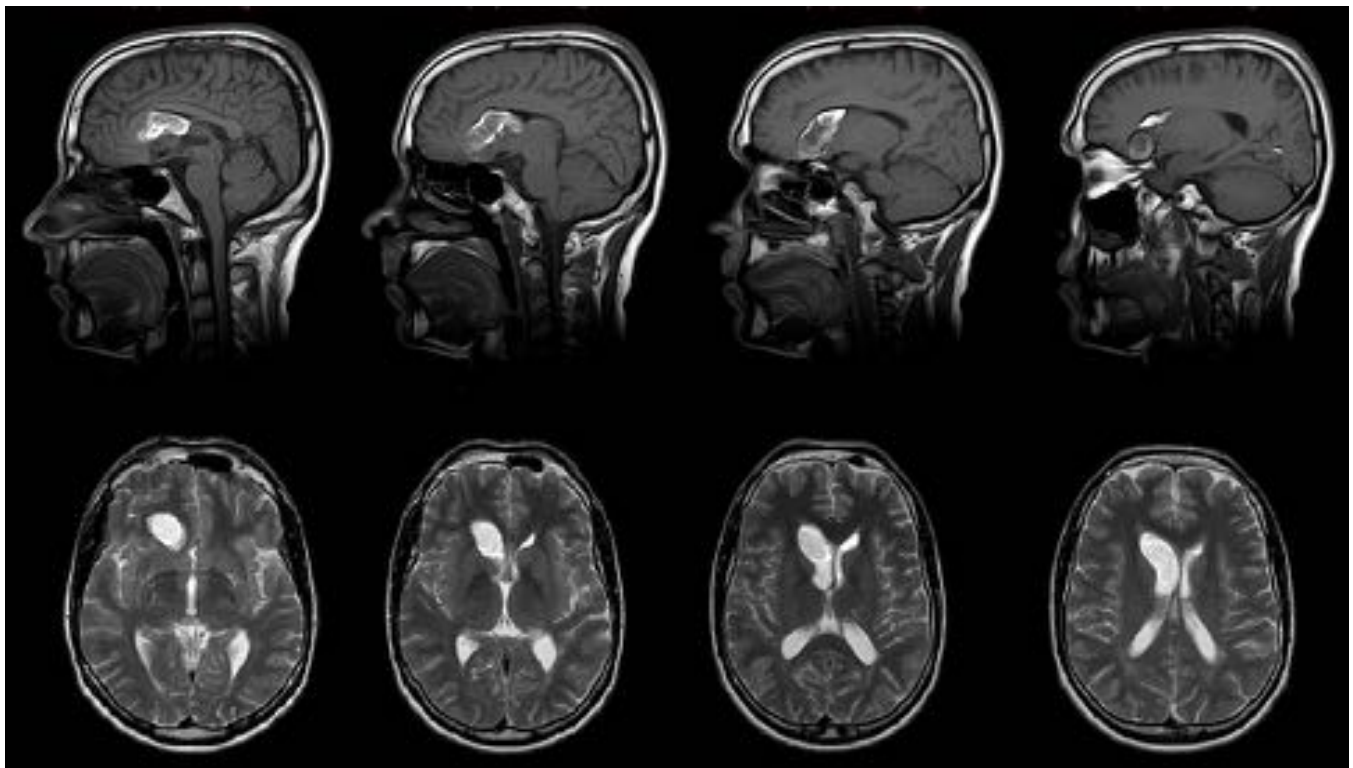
Cortes consecutivos de RM sagitales T1 y axiales T2, donde se aprecia la lesión heterogénea, de predominio hiperintenso, correspondiente al quiste dermoide roto de la Fig.6.
